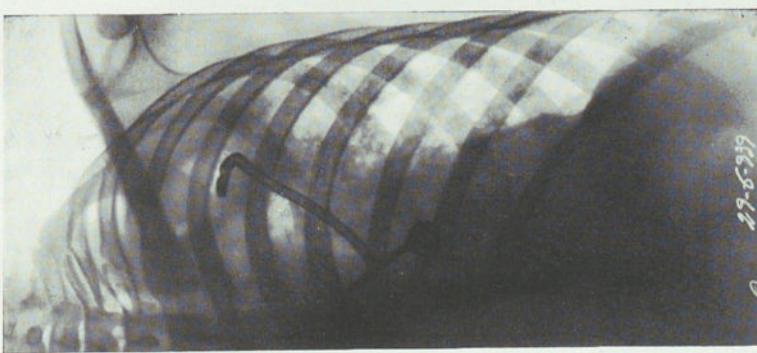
Radiografía del 28-VI-39.
